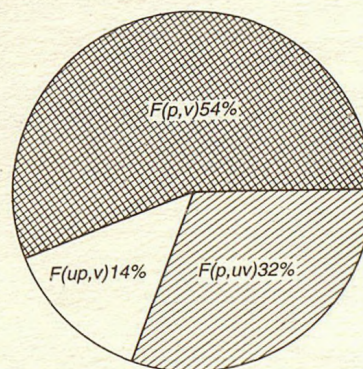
Вентиляционно-перфузионные отношения.
